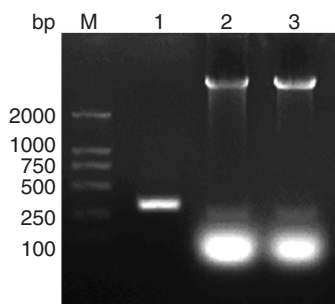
重组质粒 PET30a-CFP-10 的酶切鉴定结果 M: DNA marker; 1: CFP-10 基因 PCR 产物; 2-3: PET-30a-CFP-10 双酶切。
